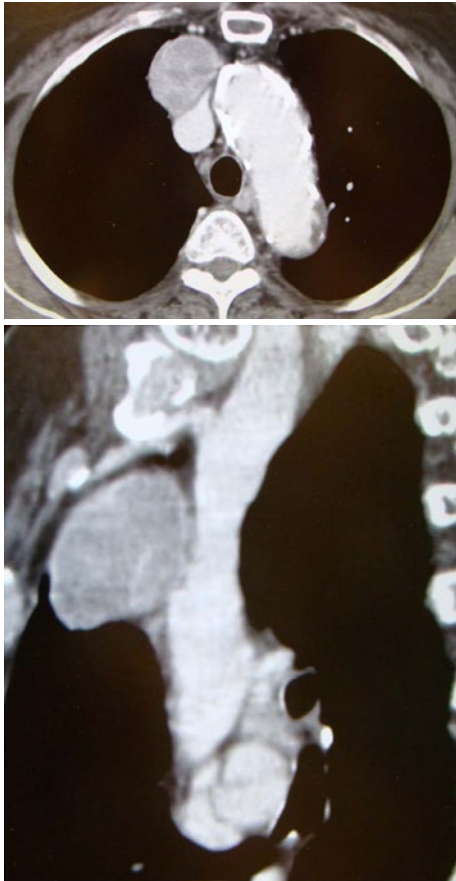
胸部造影 CT. 前縦隔右側に 36 mm の内部不均一な造影効果を示す腫瘤を認め、左腕頭静脈および上大静脈を圧排していた。
